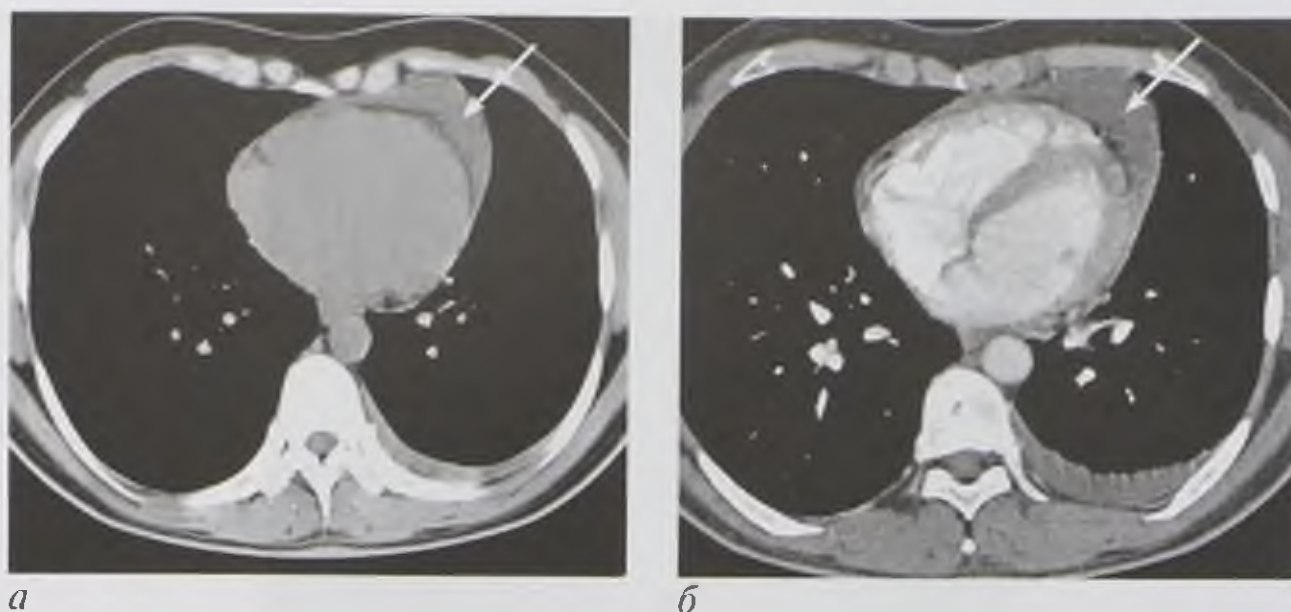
Компьютерная томограмма нативная (а) и компьютерно-томографическая ангиограмма (б). Экссудативный перикардит (стрелки)
